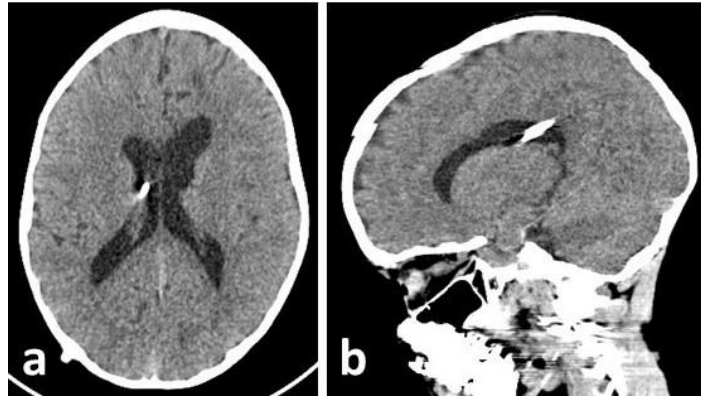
МСКТ головного мозга пациента Б на 2-х проекциях через 6 месяцев после операции. На a,b- изображениях визуализируются умеренно расширенные боковые желудочки, а также вентрикулярный конец ВПШ, установленный в задний рог правого бокового желудочка
